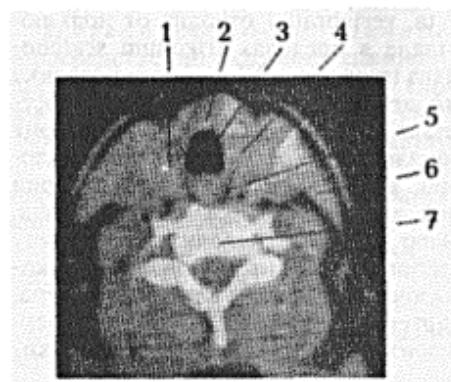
Компьютерная томограмма шеи (уровень щитовидной железы):
